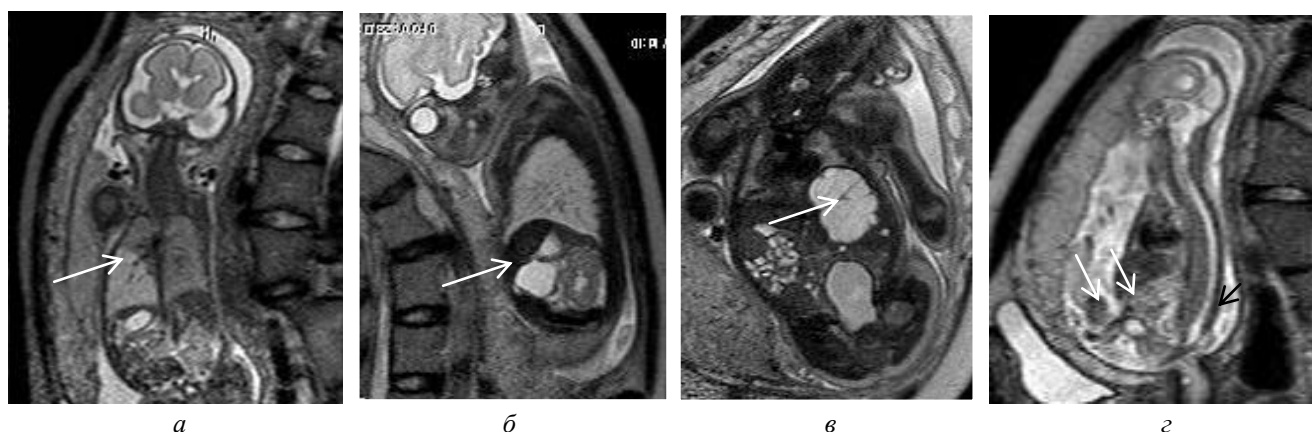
Патология тела плода на МРТ (стрелки): *а* — кистозно-аденоматозный порок или секвестрация нижней доли левого легкого (21 нед); *б* — дубликационная киста (30 нед); *в* — гидрома печени (38 нед); *г* — комбинированный порок развития органов малого таза (экстрофия мочевого пузыря), спинномозгового канала и спинного мозга (дизрафия, миеломенингоцеле), пуповина из двух сосудов (20 нед)
